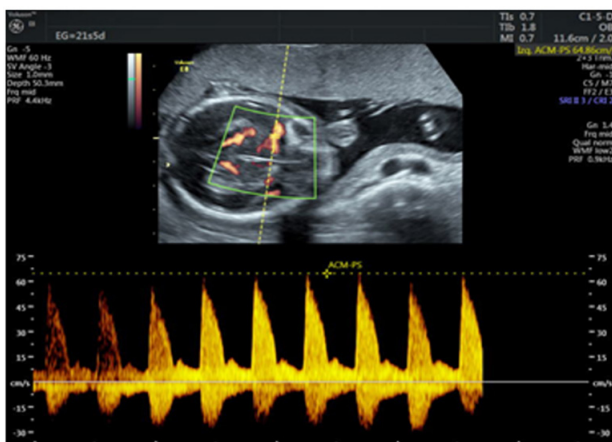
Doppler de la ACM. Se observa VPS-ACM en 64,86 cm/s.
